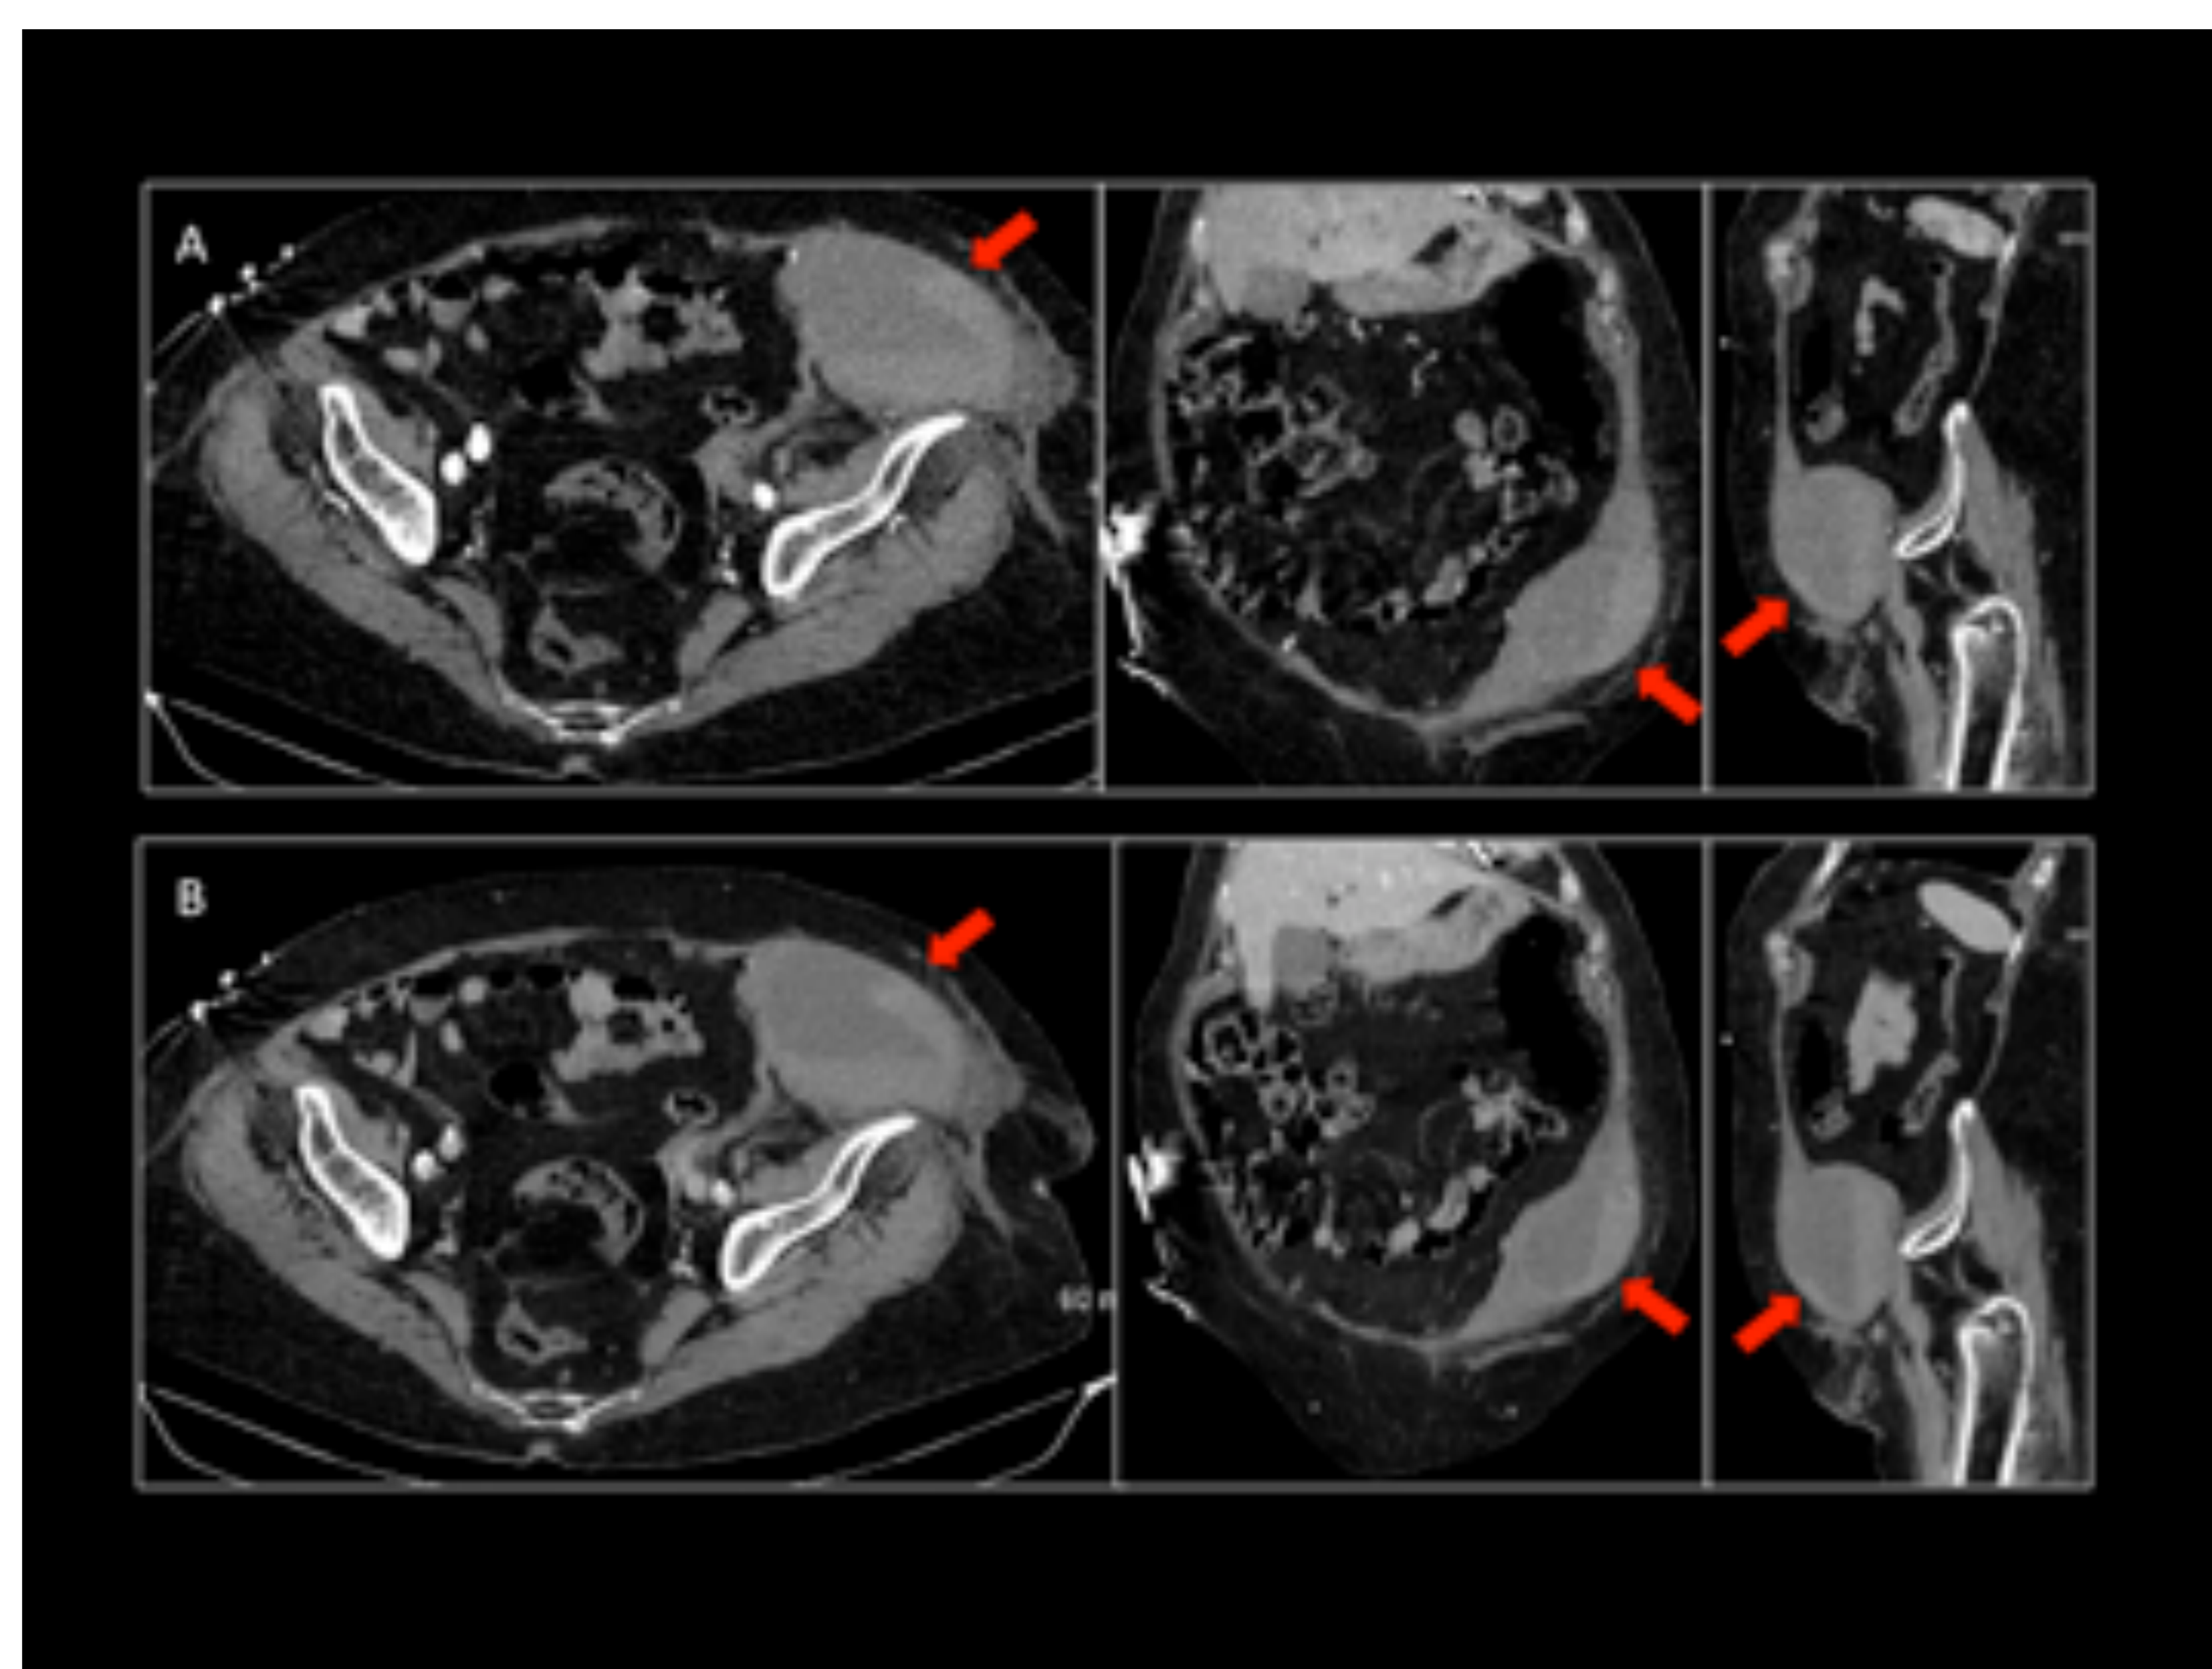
Pseudoaneurisma femoral izquierdo (flechas rojas). (A) TC abdominopélvico CIV planos axial, coronal y sagital en fase arterial, (B) TC abdominoélvico CIV planos axial, coronal y sagital en fase venosa. Hospital Universitario Central de Asturias.
